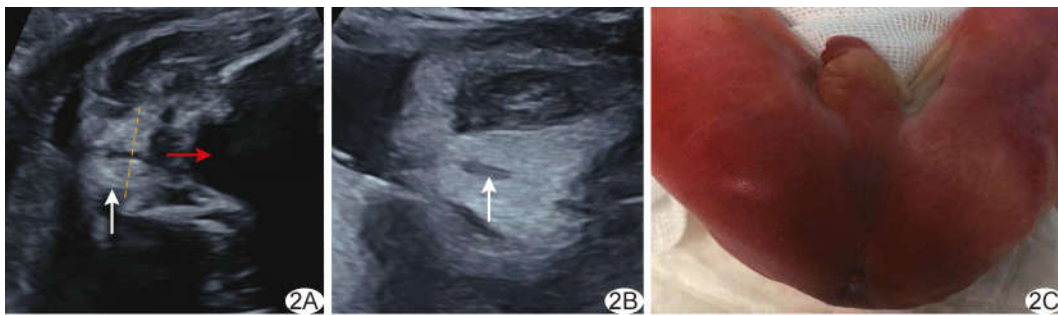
高位肛门闭锁胎儿,孕 24<sup>+3</sup>周产前超声图 A、B. 肛管冠状面(A)及轴面(B)见线状回声(白箭示线状回声,红箭示直肠,橙色虚线为图 2B 切面); C. 引产标本图示高位肛门闭锁
